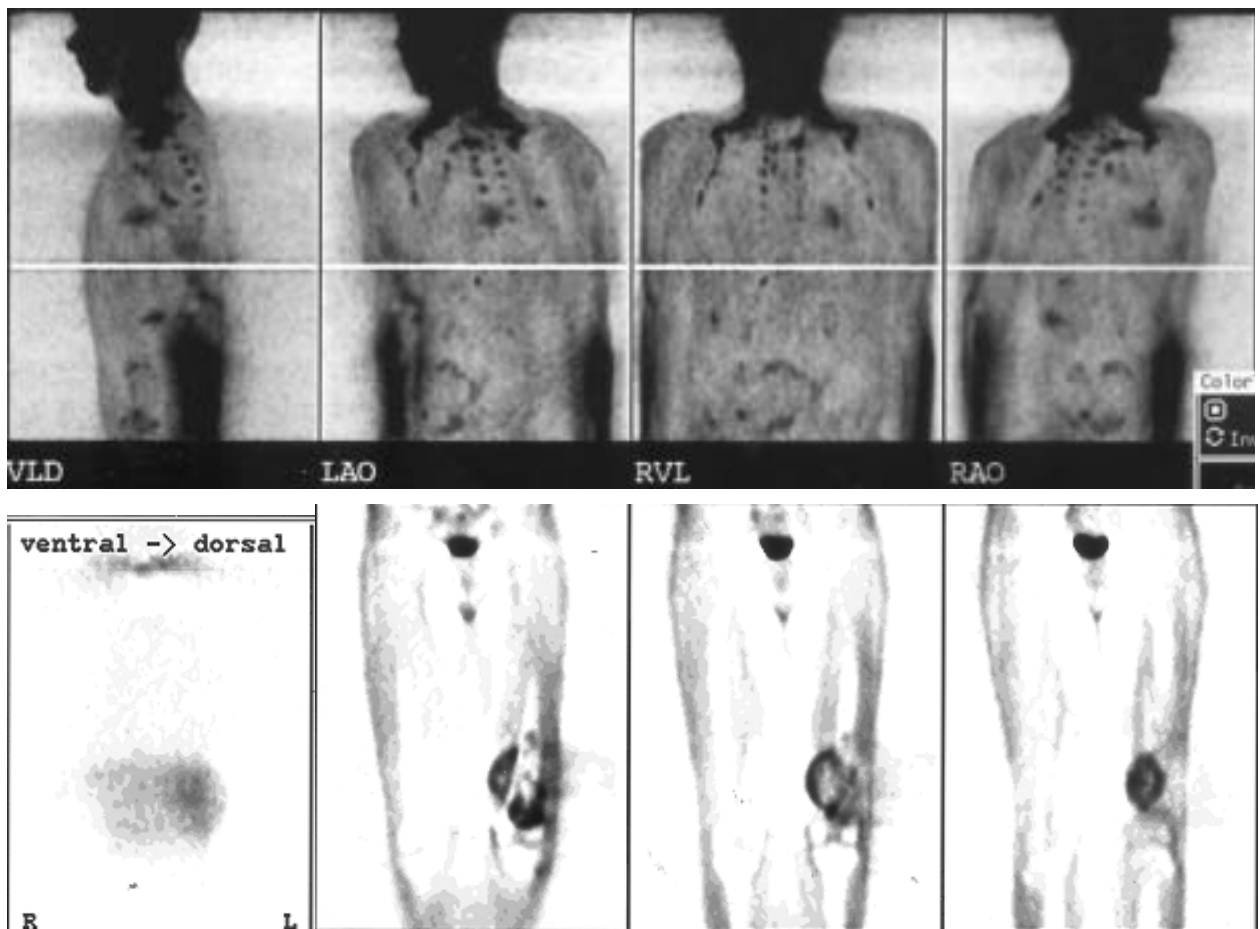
F-18-FDG-GK-PET bei einem 20-jährigen Patienten mit Osteosarkom li. dist. Femur, Zustand nach Chemotherapie. Auf PET-Tomogrammen sieht man: 1) am li. dist. Femur zeigt sich eine annähernd
